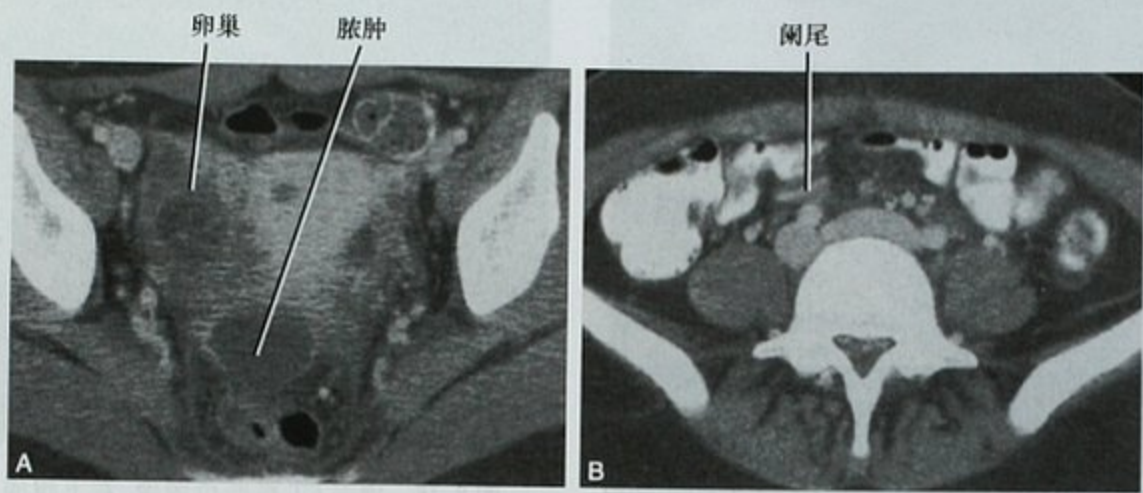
两幅横断位CT图像,患者,女性,17岁,腹痛。A. 右侧附件炎症伴陷凹内脓肿形成; B. 显示正常阑尾,考虑诊断为输卵管卵巢的积液而不是阑尾炎穿孔
